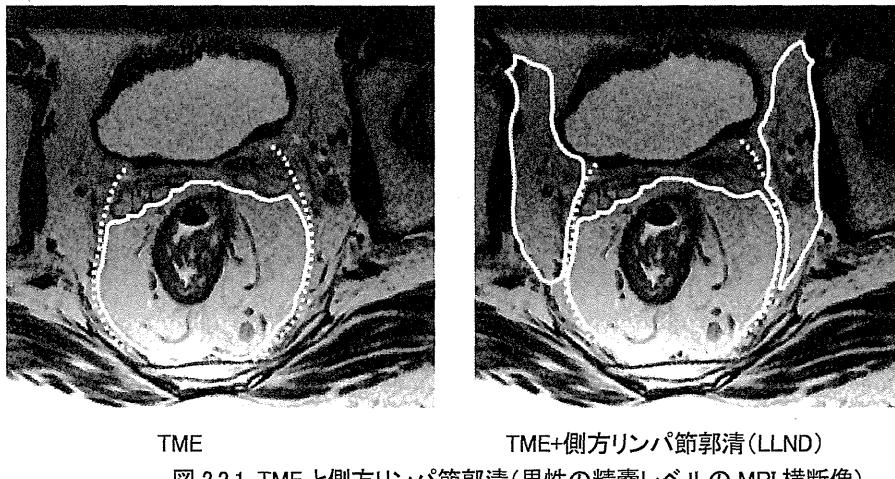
TME と側方リンパ節郭清(男性の精嚢レベルの MRI 横断像)
